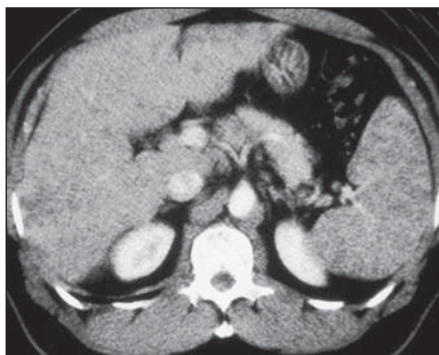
Sarcoidose. TC com contraste demonstra inúmeros micronódulos hipovascularizados em baço e fígado.
